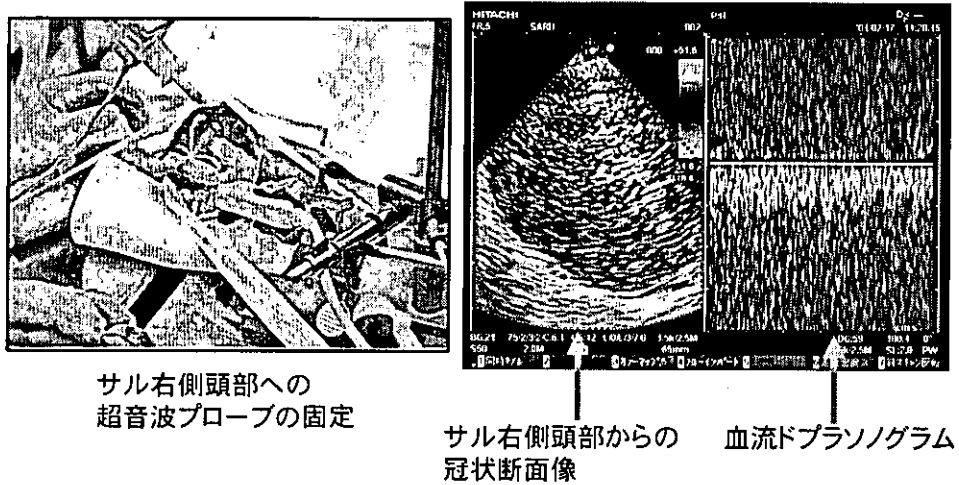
プローブ固定具を用いてTC-CFI像を捕捉した。症例5例。
